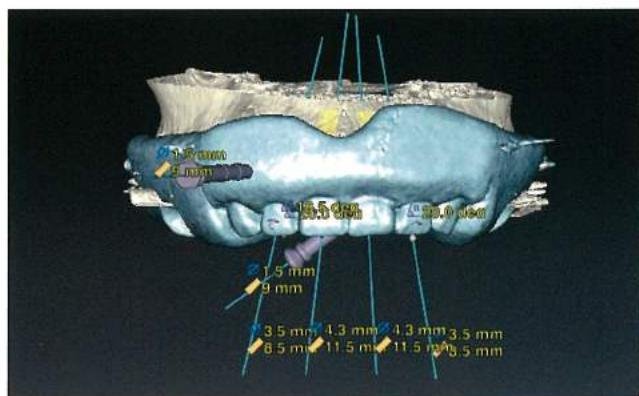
問題がなければ、ラジオグラフィックガイドが口腔内で装着された状態でCTを撮影。ラジオグラフィックガイド単体もスキャンし、そのデータをコンバートしてインプラントの3Dプランニングを行う。この際、基本的なインプラント間の距離や天然歯間の距離は遵守しつつ、1本1本のインプラントに関して、プランニングソフト上で深さ、角度、サブジンジバルカントウアーアングルを決定していく。
